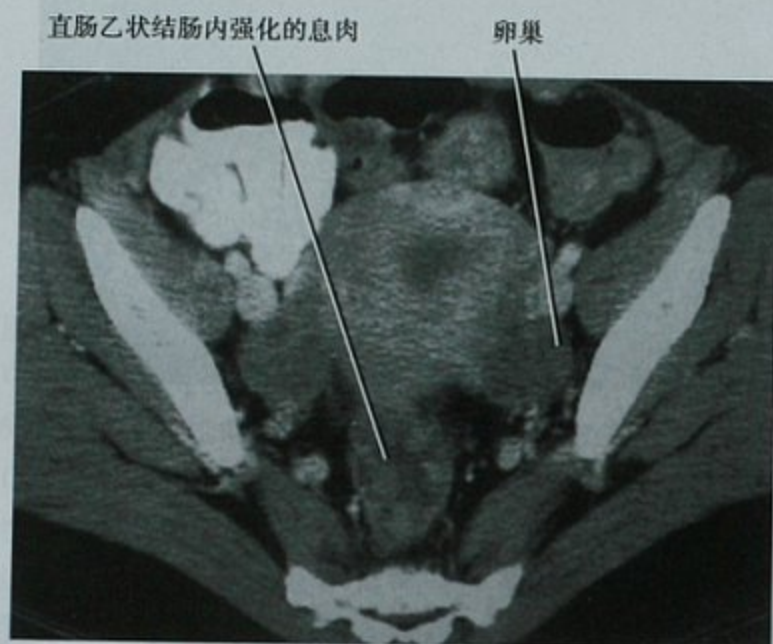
家族性腺瘤性息肉综合征,女性患者,经盆腔横断面增强 CT 扫描,直肠乙状结肠无数强化息肉
